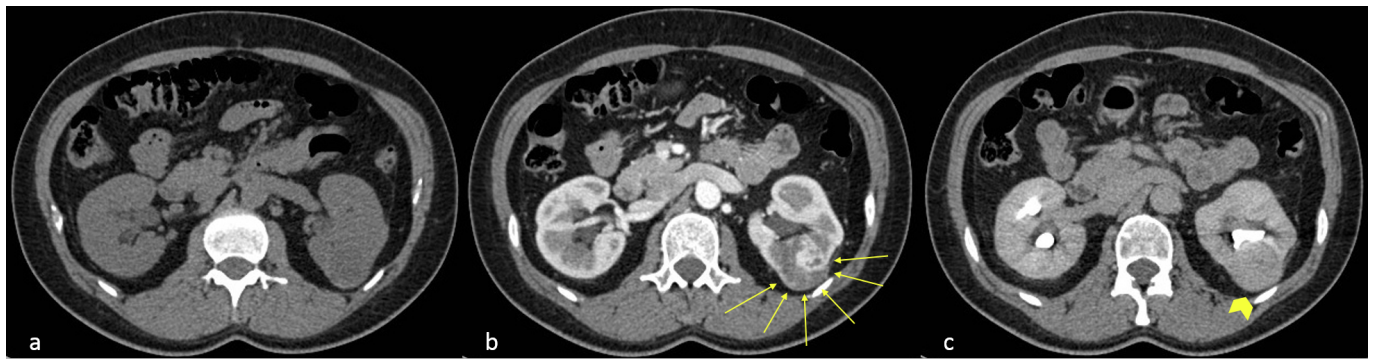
L'immagine TC assiale di una donna di 69 anni mostra una massa solida sporgente nel polo inferiore del rene sinistro. Questa massa è isodensa sulla scansione in basale (a), ipervascolare in fase cortico-midollare (b) (frecce), rispetto alla fase escretoria (c) (punta di freccia). La chirurgia rivela un RCC a cellule chiare. Referenze: Radiodiagnostica, Università degli Studi di Palermo, Policlinico Universitario Paolo Giaccone - Palermo / IT
